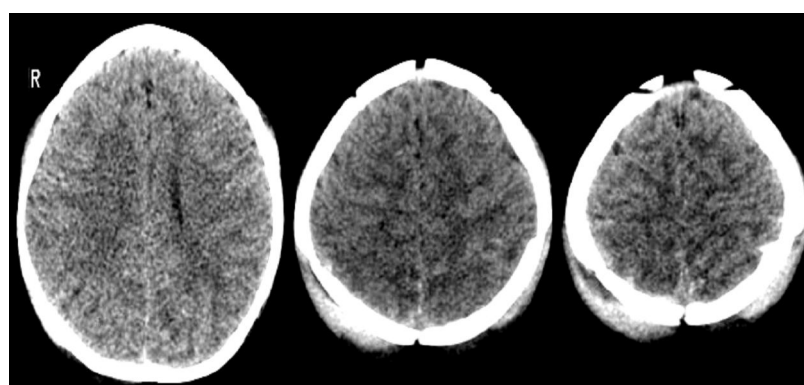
CT Scan of the head of an 8-month-old girl with multiple fractures and a disseminated infection. The images show the brain and skull from different angles, highlighting the fractures and the infection. The text is in Persian: CT Scan دختر شیرخوار ۸ ماهه که شکستگی‌های مجسمه و ادم منتشر مغزی را نشان می‌دهد.
